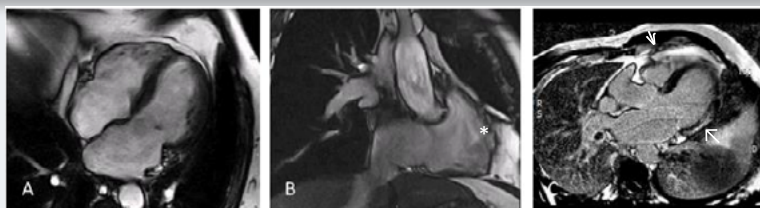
RM cardiaca que muestra ventrículo derecho dilatado (A), con presencia de microaneurismas (*) (B) y focos de retención de contrast (flecha corta) en la pared libre del ventrículo derecho y fibrosis subepicárdica inferior e inferolateral basal del ventrículo izquierdo (flecha larga)(C).
